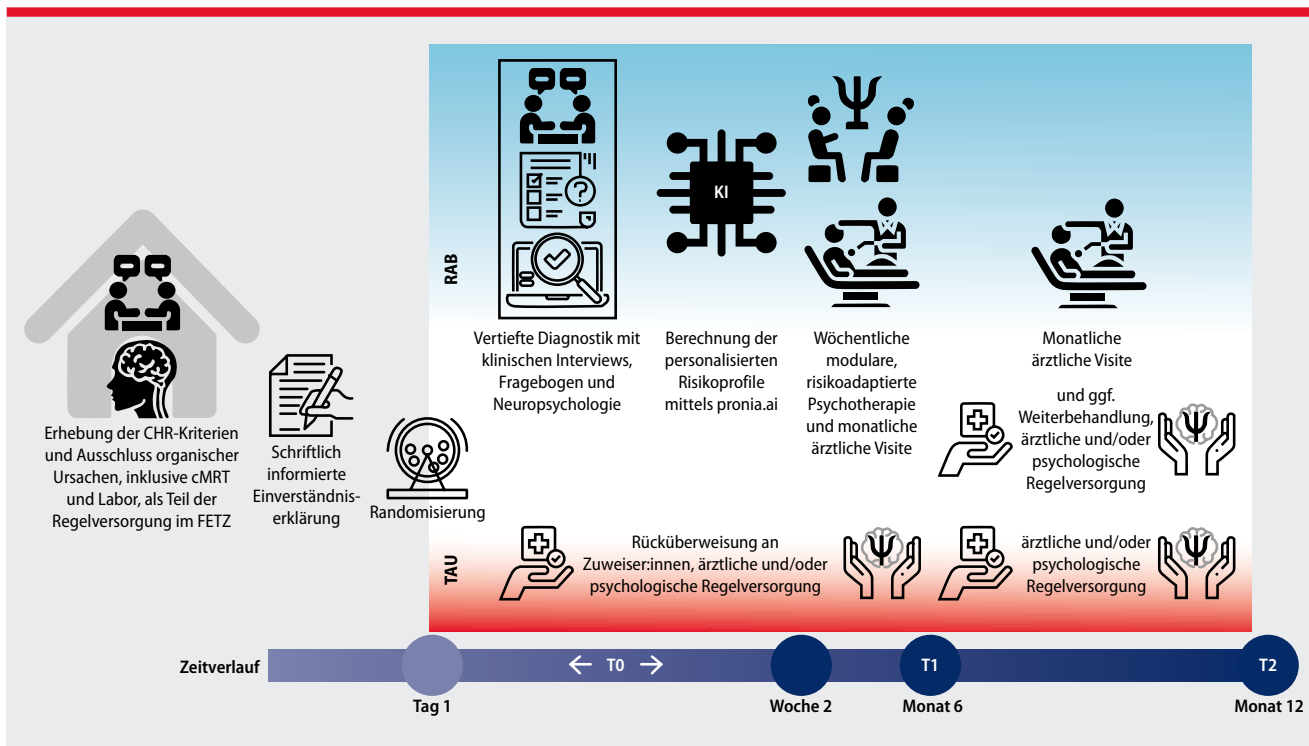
Ablauf und Erhebungszeitpunkte im aktiven Behandlungsarm, der neuen Versorgungsform CARE und der Kontrollbedingung. Anmerkung: ohne Darstellung der Zusatzzeitpunkte für ausschließlich ökonomische oder ethische Evaluationen in den Monaten 3 und 9. (FETZ = Früherkennungs- und -therapiezentrum, cMRT = kraniale Magnetresonanztomografie, RAB = risikoadaptierte Behandlung, TAU = treatment as usual/Regelversorgung, T0 = Basiserhebung, T1 = erste Nachuntersuchung, T2 = Abschlussuntersuchung, verwandte Icons: Flaticon.com)
